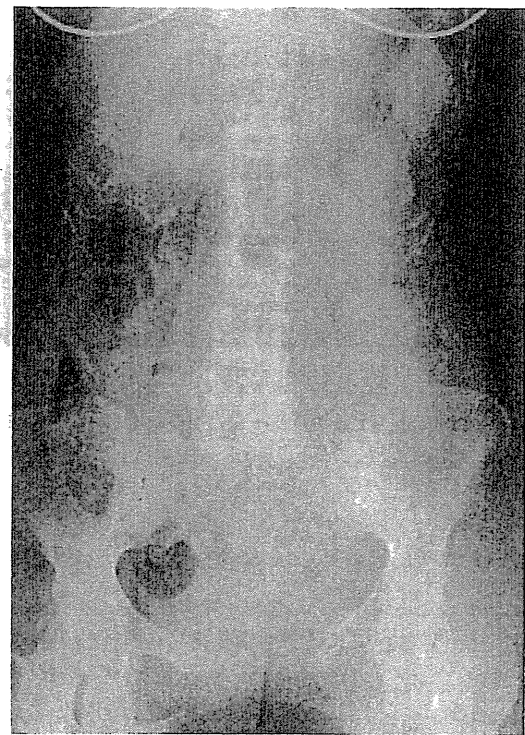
Plain abdominal X-ray shows impregnation of colon stool, but no signs of free air.
